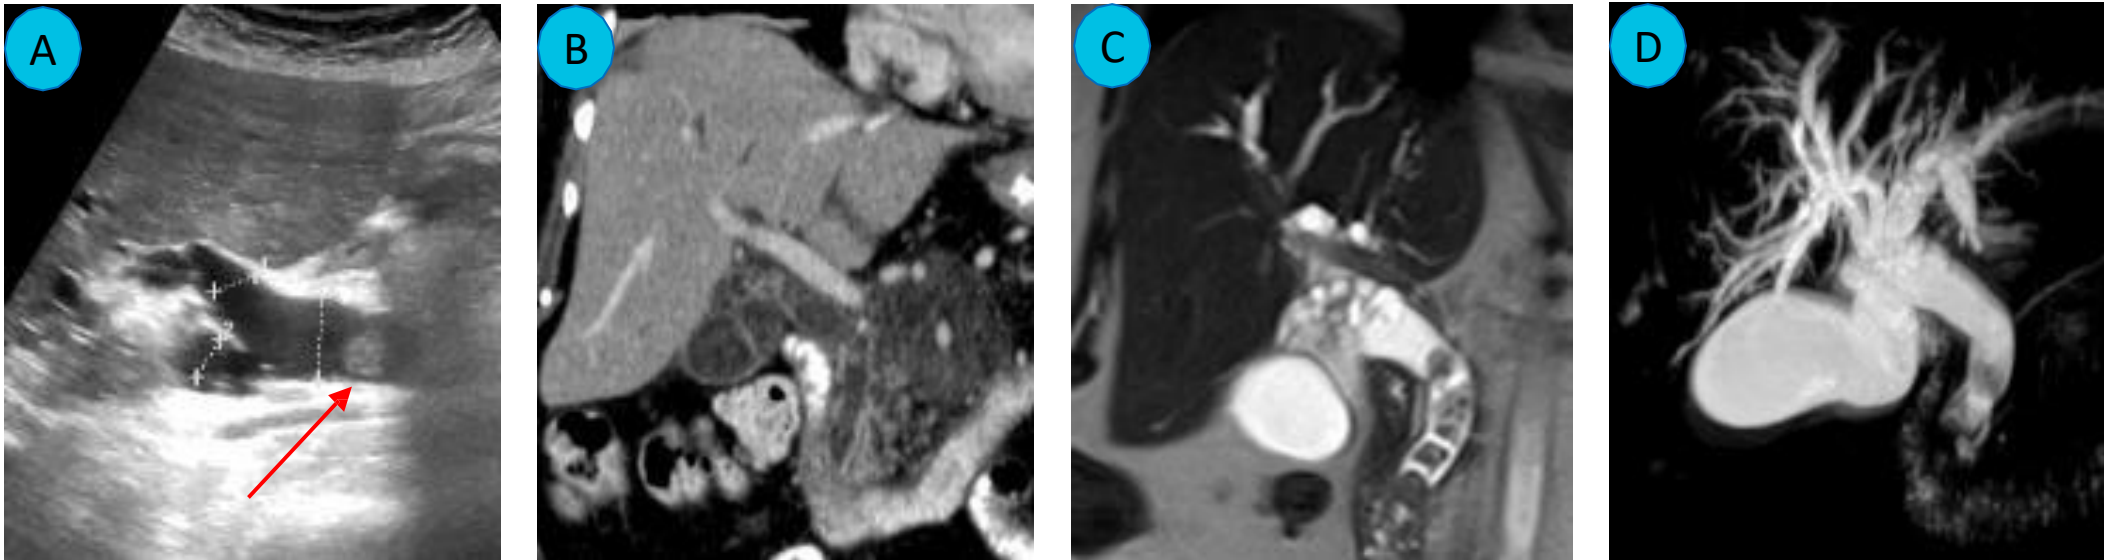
A. Ecografía: foco ecogénico intraductal sin sombra acústica posterior (flecha roja) levantando sospechas para un colangiocarcinoma intraductal; B. TC: pancreatitis aguda y dilatación biliar secundaria a coledocolitiasis; C-D. RM/RMCP: múltiples defectos de repleción intraductales compatibles con cálculos no calcificados.
